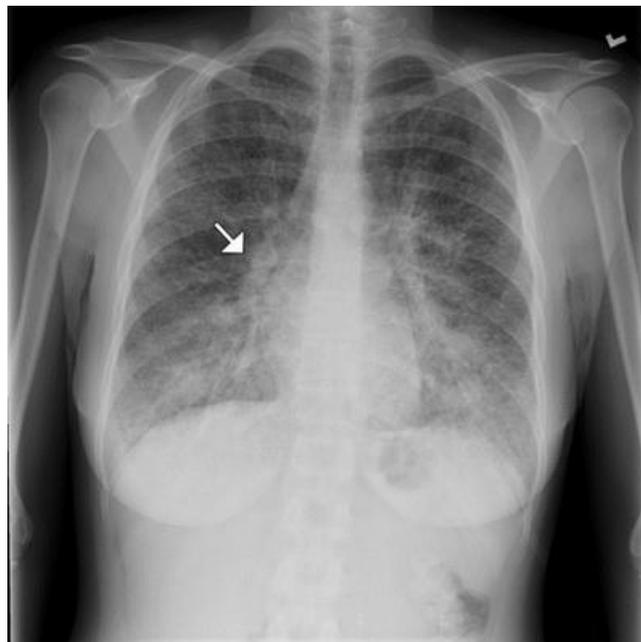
Radiografía de tórax que muestra EPI.⁵¹
